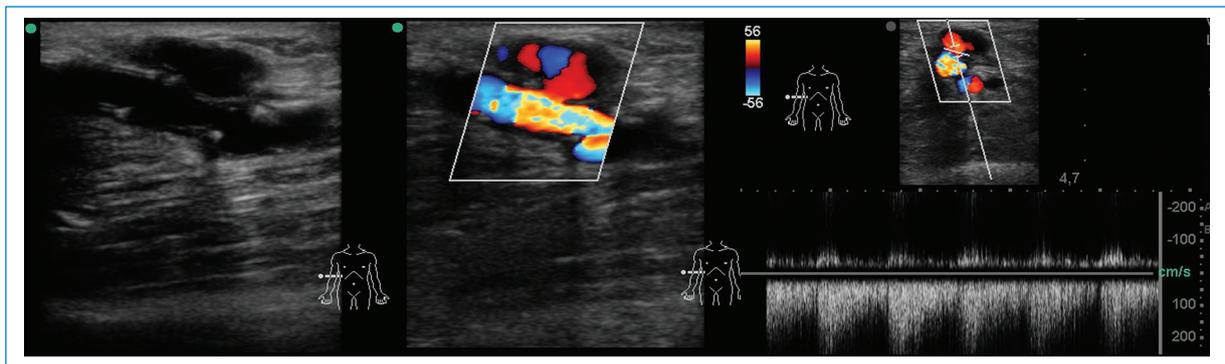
Paciente con fístula protésica de hemodiálisis. Se visualiza una solución de continuidad de la prótesis en comunicación con una colección líquida que muestra flujo turbulento en la evaluación Doppler y espectral; hallazgo compatible con pseudoaneurisma.
